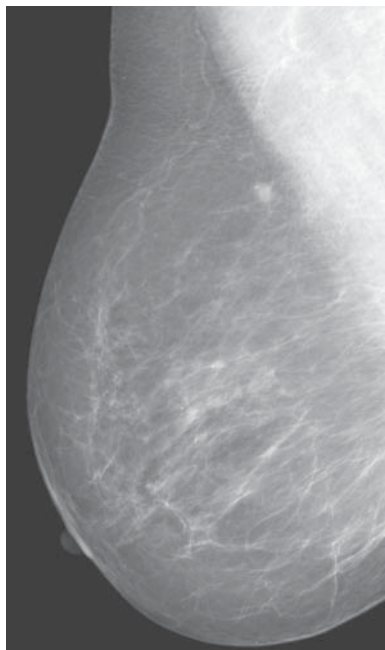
Маммография: тень неправильной формы с тяжистыми контурами без кальцинатов. Категория 5 по классификации BI-RADS. УЗИ: гипэхогенное неправильной формы с неровными контурами, без видимых сосудов в режиме ЭК. Стереотаксическая пункция: инфильтрирующий рак со скirrosной формой роста опухоли. Радикулярная резекция: скирр 0.7 см (инфильтрирующая карцинома). T1N0M0.
